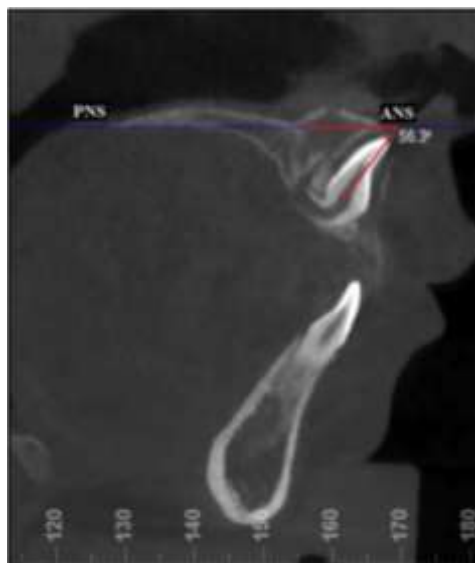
Corte sagital de uma imagem de tomografia computadorizada de feixe cônico mostrando um incisivo central superior impactado e o ângulo formado entre o longo eixo da coroa com a linha composta pelos pontos espinha nasal anterior e espinha nasal posterior. Imagem disponível em Bhinkoo et al. 2018, 709 (<https://www.ncbi.nlm.nih.gov/pubmed/29706219>).
